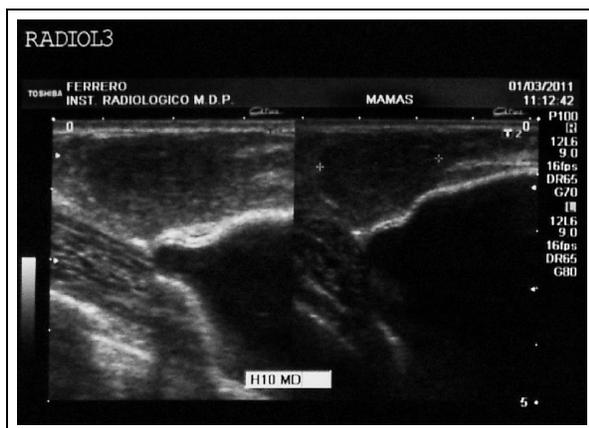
Ecografía mamaria.
